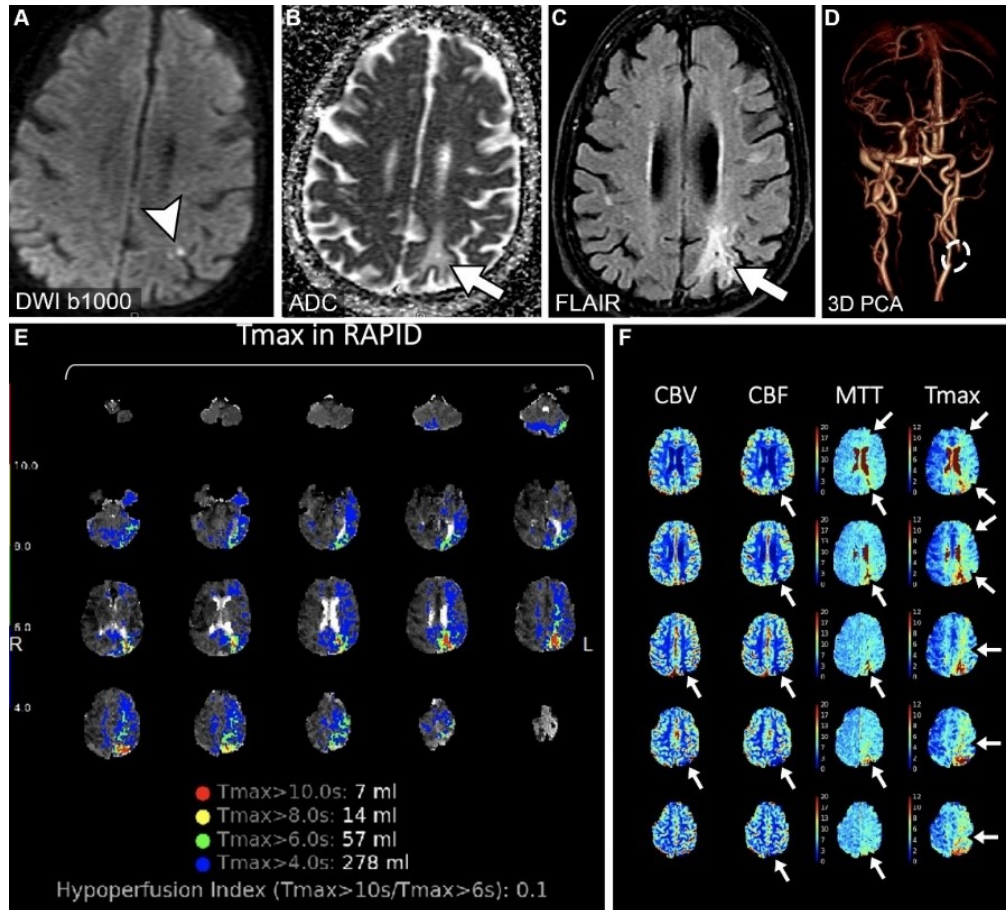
Protocollo RM FAST brain con contrasto per ICTUS
